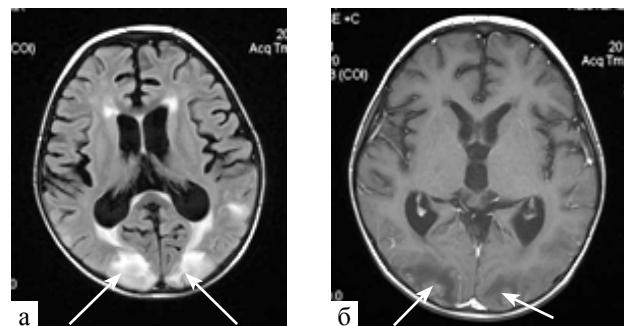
Пациент Н.А., 6 лет. Ранняя нейротоксическая реакция: синдром задней обратимой энцефалопатии (собственное наблюдение): а — FLAIR; б — Т1 ВИ; изменения сигнала в кортикальных и субкортикальных областях теменно-затылочных областей указаны стрелками
